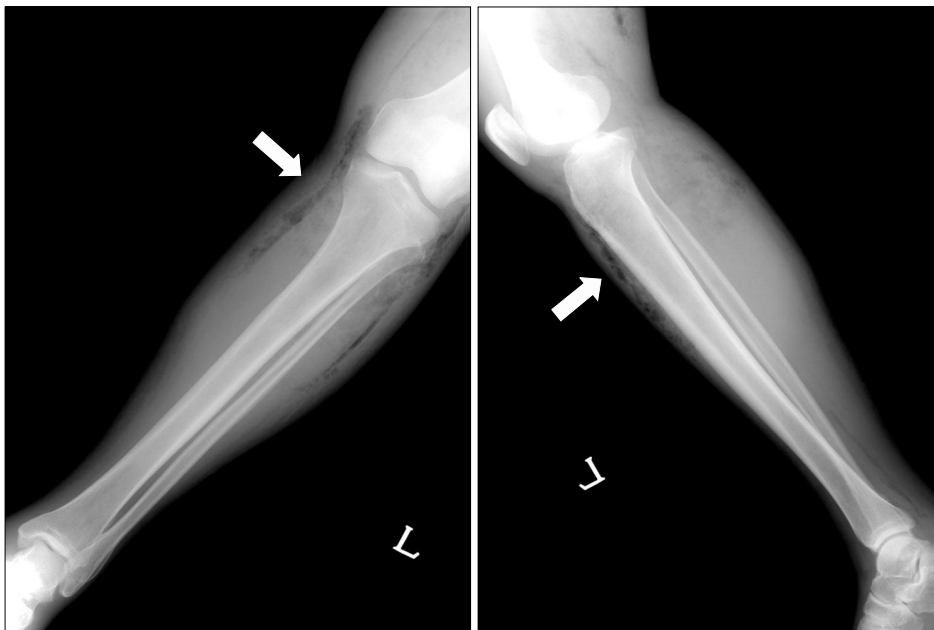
Plain X-ray anteroposterior and lateral images of the left tibia show diffuse soft tissue edema with gas (arrow) lying on the fascia.
